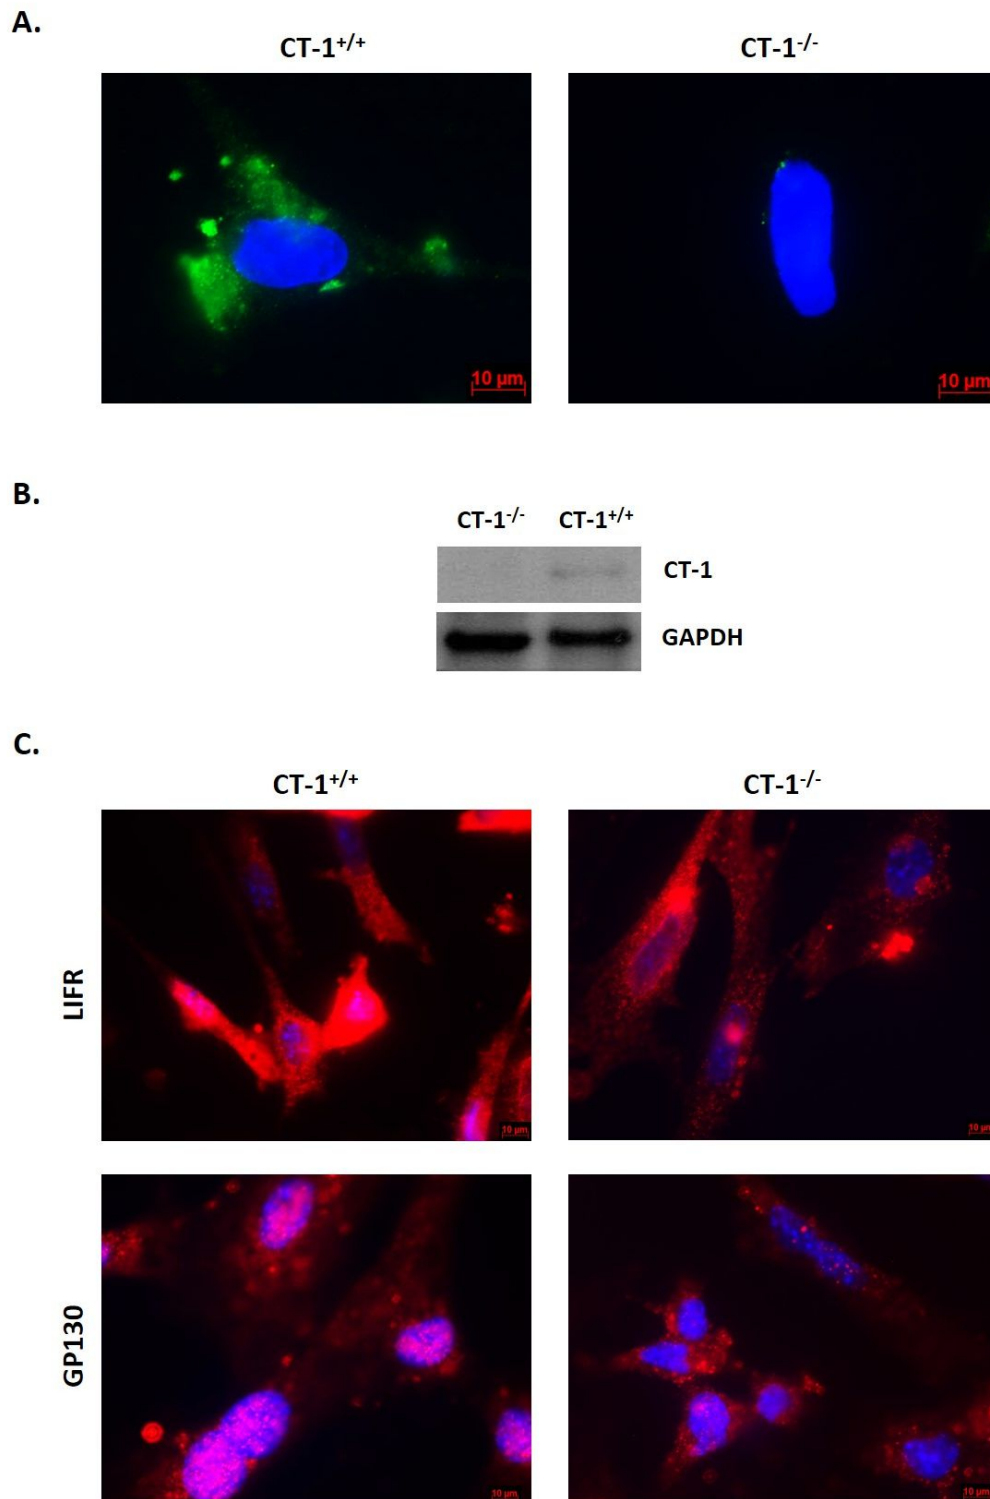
Análisis de la expresión de CT-1, GP130 y LIFR en células epiteliales tubulares renales CT-1^{+/+} y CT-1^{-/-}. A. Inmunofluorescencia de CT-1. B. Expresión de CT-1 analizada por western blot; utilizamos GAPDH como control de carga. C. Inmunofluorescencia de GP130 y LIFR. Magnificación original: 630X; barra= 10 µm. CT-1: cardiotrofina-1, GP130: glicoproteína 130, LIFR: receptor de LIF.
